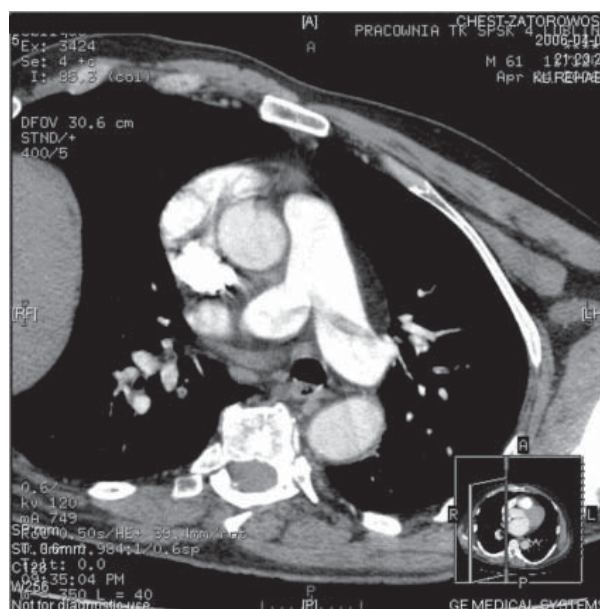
CT scan. Riding embolus
